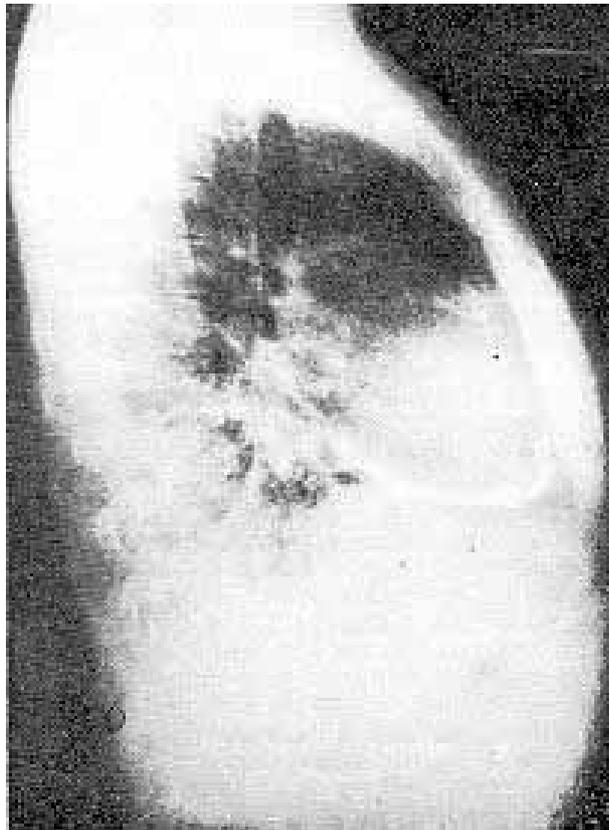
Radiografia do tórax tomada em perfil do caso 2 mostrando espessa placa calcificada na fce diafragmática.
